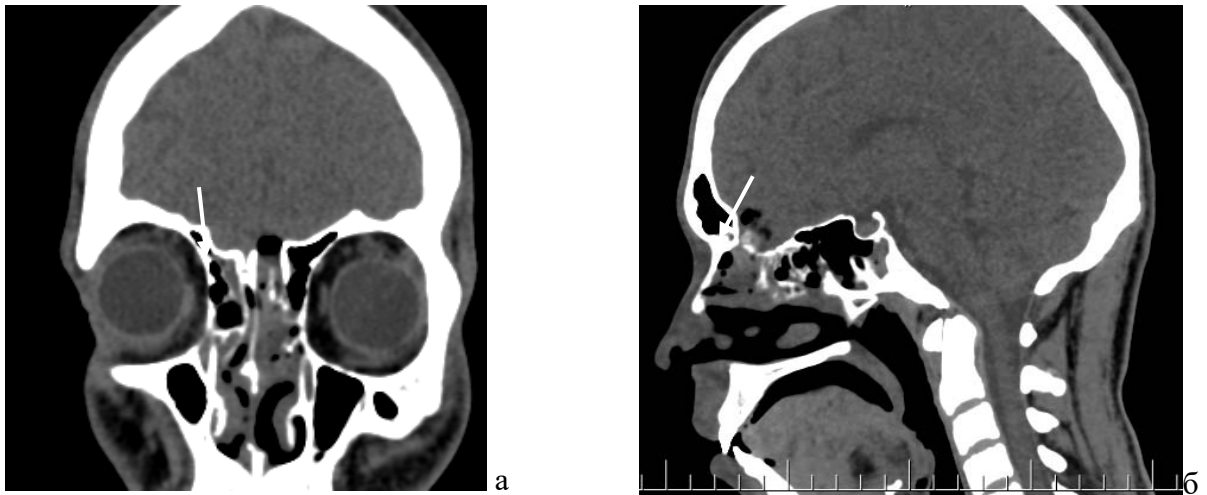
Послеоперационное КТ головного мозга: а - фронтальная проекция, б – сагиттальная проекция, пластические материалы в области дефекта (указано стрелкой)
